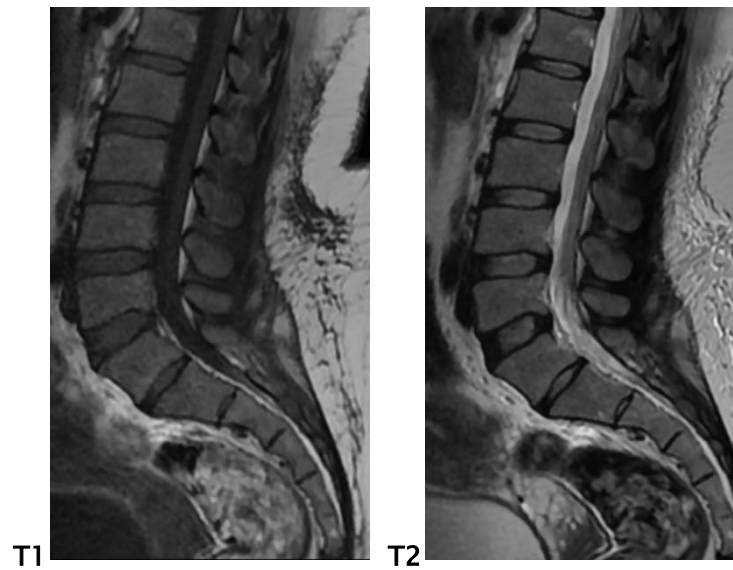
IRM lombaire en pondération T1, T2 coupe sagittale avec conservation de la lordose lombaire
